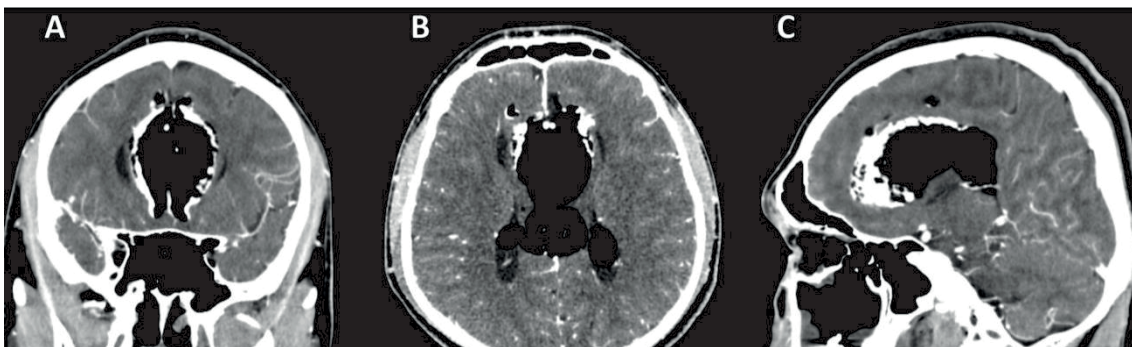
КТ-головного мозга, были выявлены КТ-признаки перикаллозальной липомы, гипоплазии мозолистого тела, умеренной вентрикуломегалии
